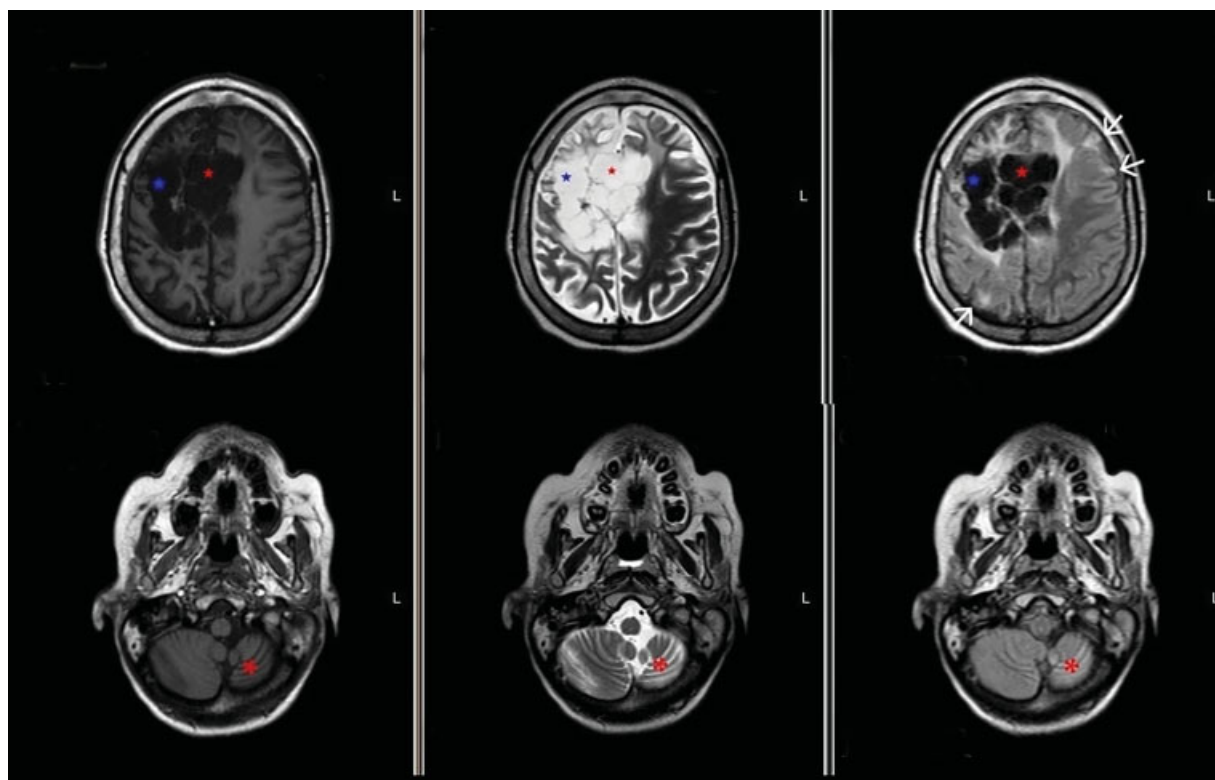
RM encefálica. Arriba (corte axial): T1 (izquierda), T2 (centro) y FLAIR (derecha) que evidencia encefalomalacia multiquistica (asterisco azul) y dismorfismo y dilatación del sistema ventricular supratentorial (asterisco rojo). En secuencias ponderadas en T2/FLAIR se reconocen áreas de afinamiento cortical y lesiones corticales hiperintensas (flecha). Abajo (corte axial): secuencias ponderadas en T1 (izquierda), T2 (centro) y FLAIR (derecha) hemiatrofia cerebelosa izquierda (diasquisis cerebelosa cruzada).
